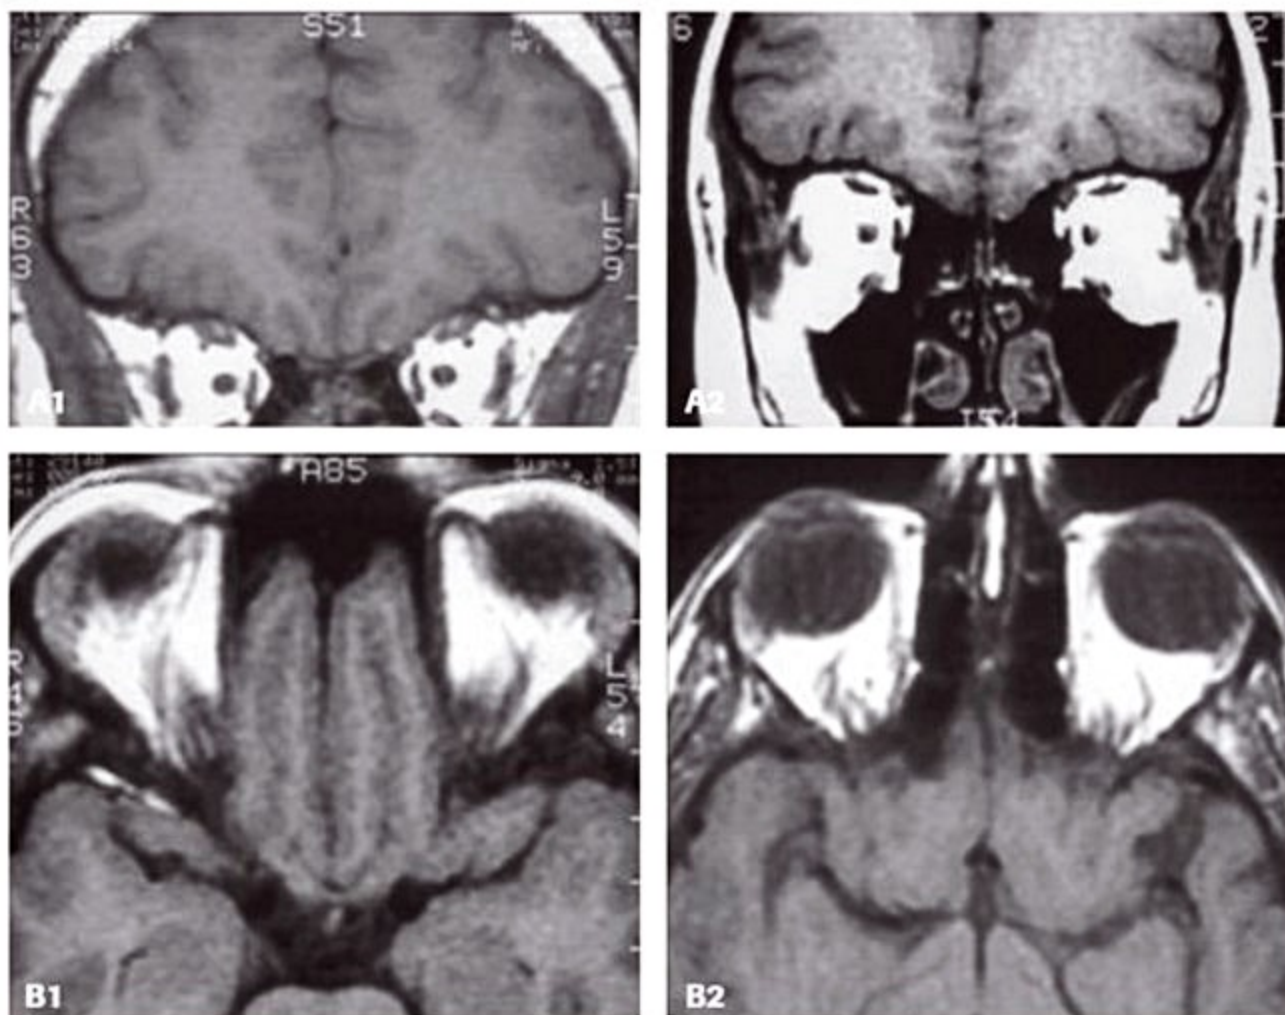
Ressonância magnética do rinencéfalo, cortes coronais mostrando bulbos olfatórios normais (A1) e ausência de bulbos olfatórios em um paciente com síndrome de Kallmann (A2) e planos sagitais, mostrando sulcos olfatórios normais (B1) e ausência de sulcos olfatórios em um paciente com SK (B2).
